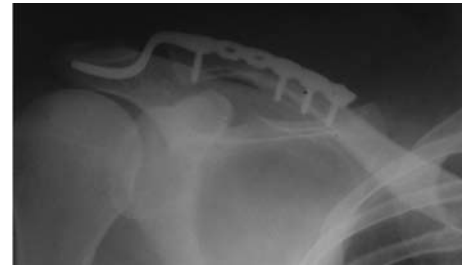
Рентгенограмма пациента после операции с применением пластины, имеющей крючковидный конец.
